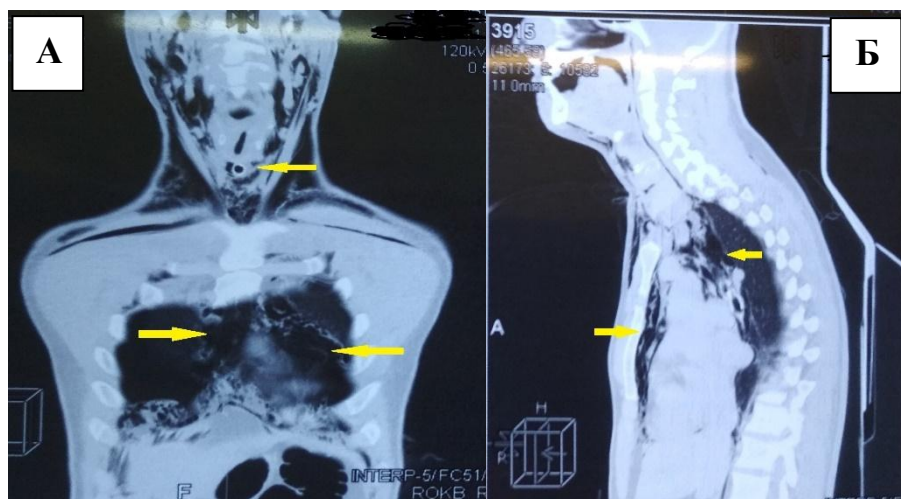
Рентгеновская компьютерная томография органов грудной клетки, фронтальная (А) и сагиттальная (Б) проекции. Определяется эмфизема мягких тканей шеи, грудной клетки (указана стрелками). Визуализирована трахеостомическая трубка
